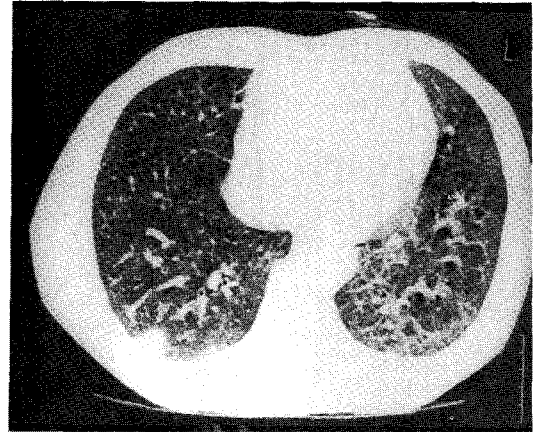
HRCT scan show subpleural based focal nodular lesion (arrowhead) on the Lt. lingular seg. & Rt. sup. seg.
